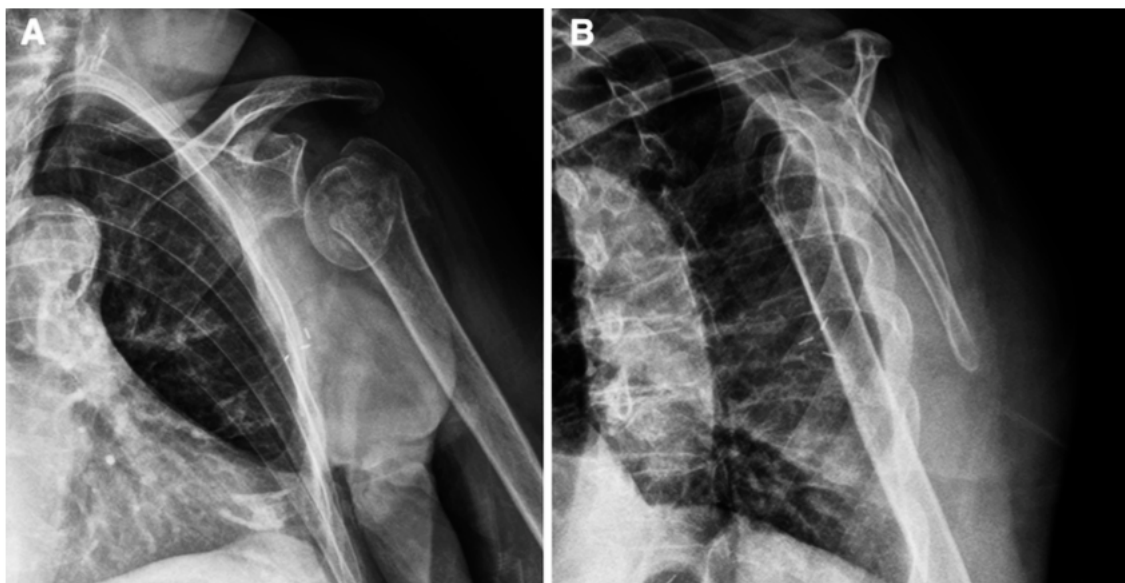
Radiografia do ombro em incidência anteroposterior (A) e Y escapular (B) de idosa de 76 anos com fratura impactada de quatro partes da cabeça do úmero esquerdo¹³.
